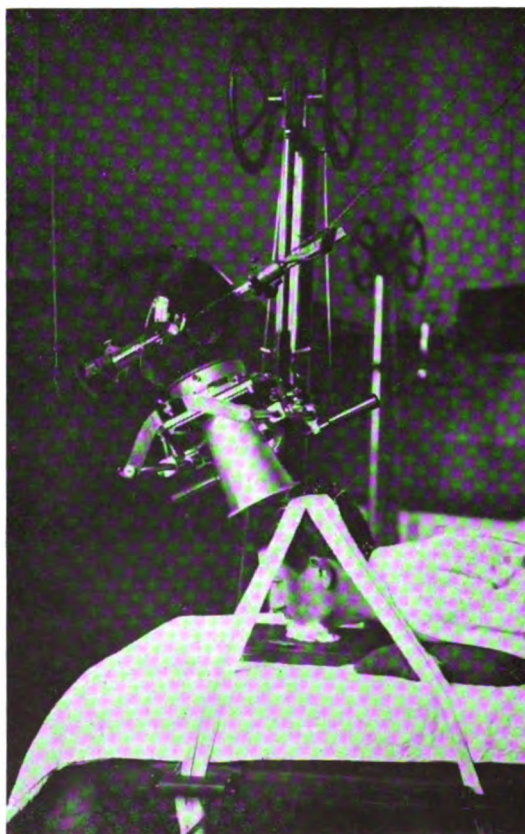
Radiographie de la base du crâne. Incidence antérieure. — Vertex. — Menton. — Plaque.
